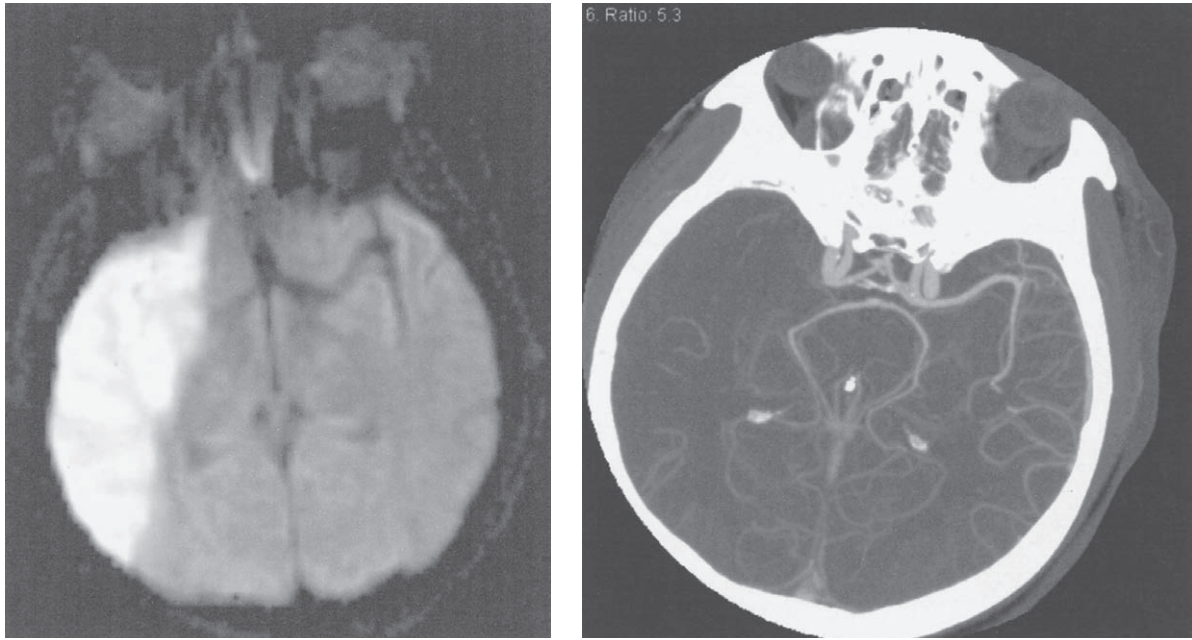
Imagen ponderada por difusión (IPD) que muestra un infarto grande de la arteria cerebral media (izquierda) y el angiograma de resonancia magnética correspondiente (derecha) que demuestra que el vaso está ocluido en su porción proximal. Se ven bien los cambios de la señal brillante de IPD antes que se observen alteraciones en CT o MRI.
